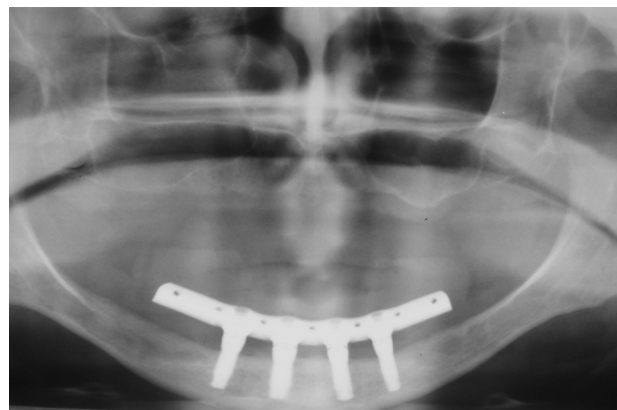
Radiografia panorâmica após 2 anos de acompanhamento.
